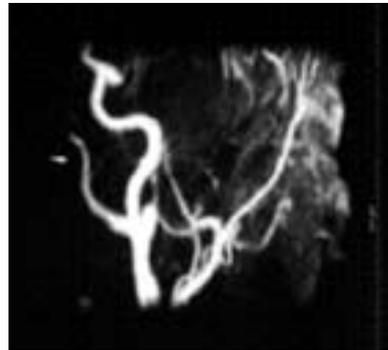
RMN: la neoformazione riceve due tralci arteriosi dalla carotide esterna
